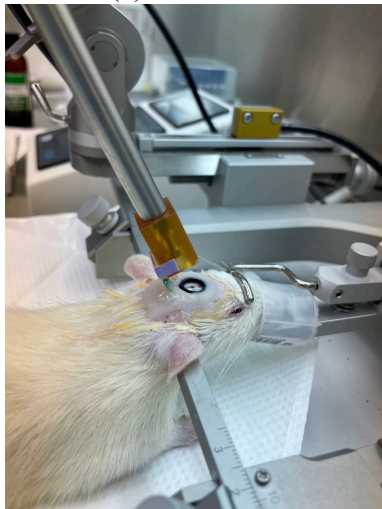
規劃超音波施打位置，焦點涵蓋視丘 CM 與視丘前核 IAM
